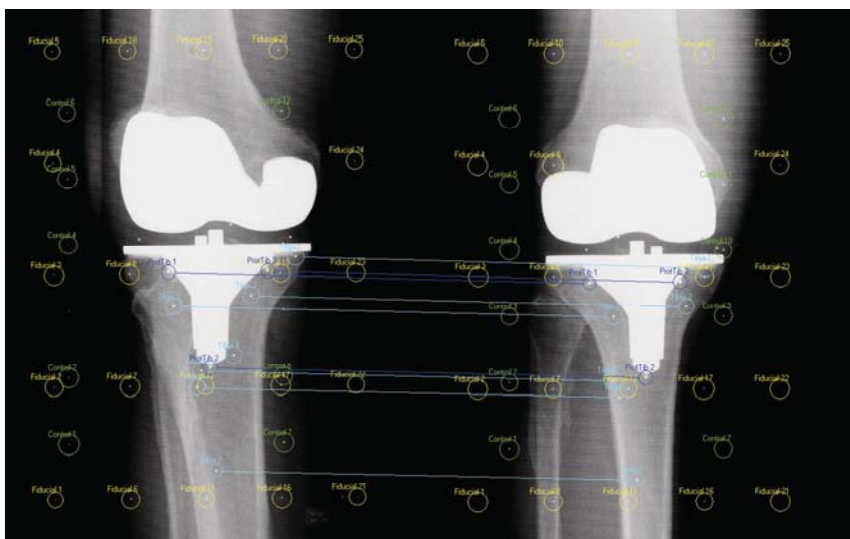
RSA-Röntgenbildpaar in der Marker-Based RSA-Auswertungsumgebung. Zuordnung der Prothesen- (ProtTib 1-3, blau) und Knochenmarker (Tibia 1-7, hellblau) die sowohl im rechten als auch im linken RSA-Röntgenbildpaar zu sehen sind. Ist eine der Messmarker in einem der beiden Bilder des RSA-Röntgenbildpaares nicht zu sehen, so ist die Bestimmung der dreidimensionalen Markerposition für diesen Marker nicht möglich. Die verbleibenden Messmarker (Fiducial-Marker, gelb; Control-Marker, grün) sind Messmarker der Kalibrierbox.
